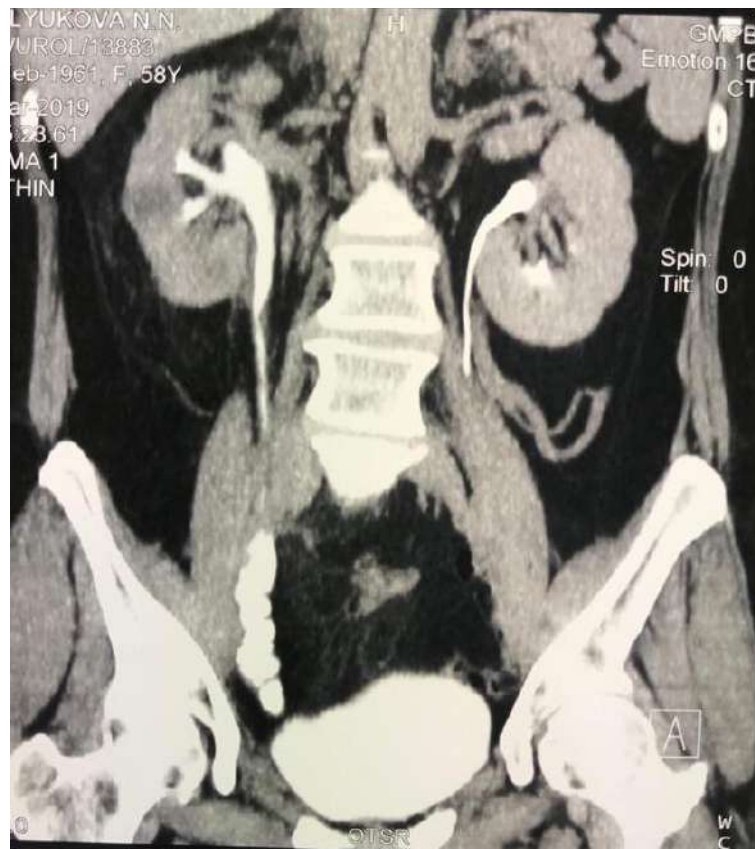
МСКТ-урография больной через 2 года после заместительной тонкокишечной реконструкции по Yang-Monti в нашей модификации.
